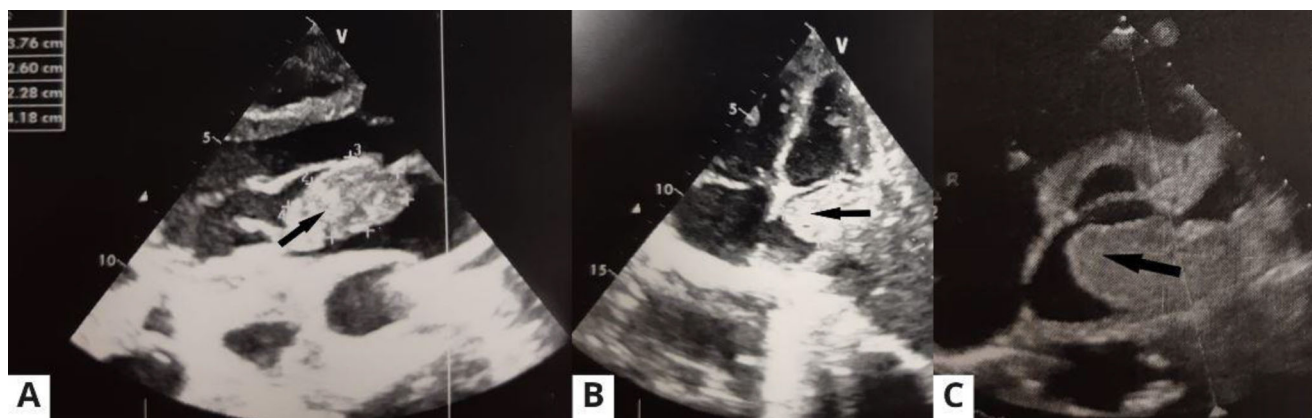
La masse tumorale au niveau de la valve mitrale est indiquée par la flèche noire : A (coupe parasternale grand axe), B (coupe apicale quatre cavités), C (coupe d'échographie transœsophagienne)
